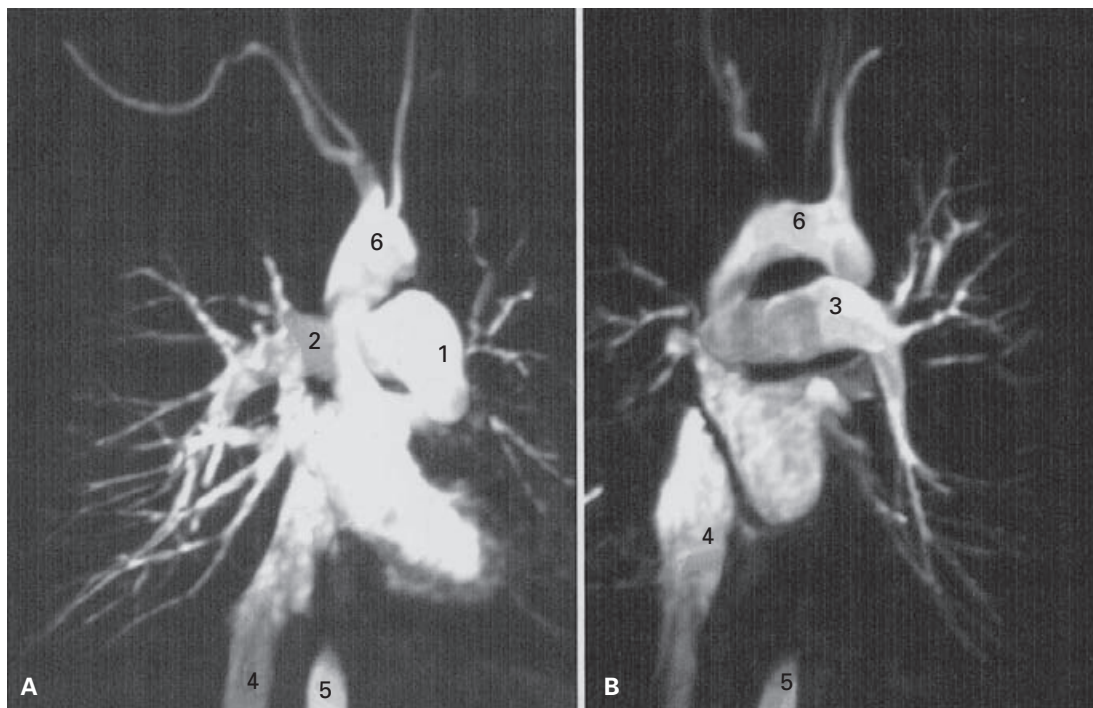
RM de las ramas intrapulmonares de la arteria pulmonar. 1) Tronco pulmonar. 2) Arteria pulmonar derecha. 3) Arteria pulmonar izquierda. 4) Vena cava inferior. 5) Aorta torácica. 6) Arco aórtico.
